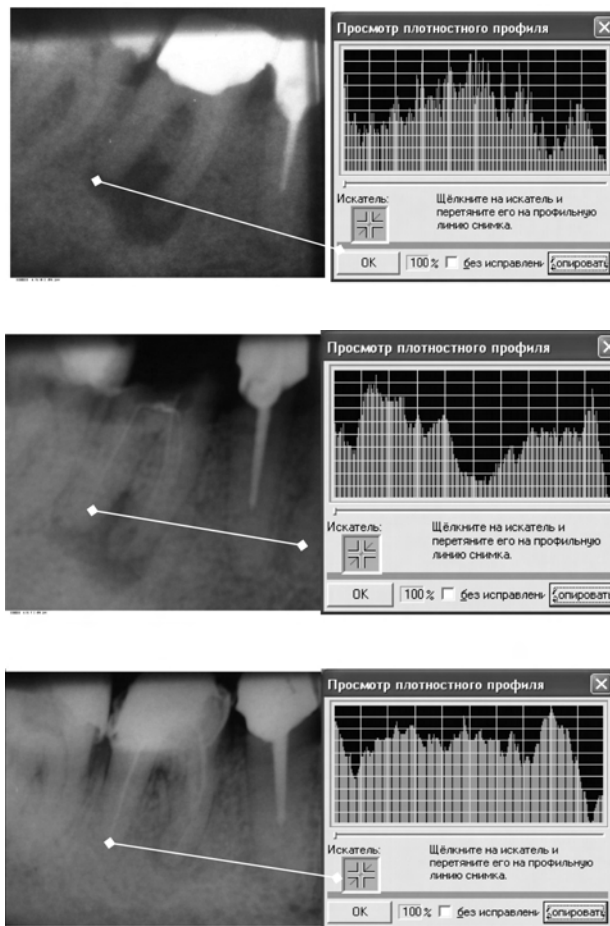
Динамика рентгенологических изменений 46-го зуба пациента А.
